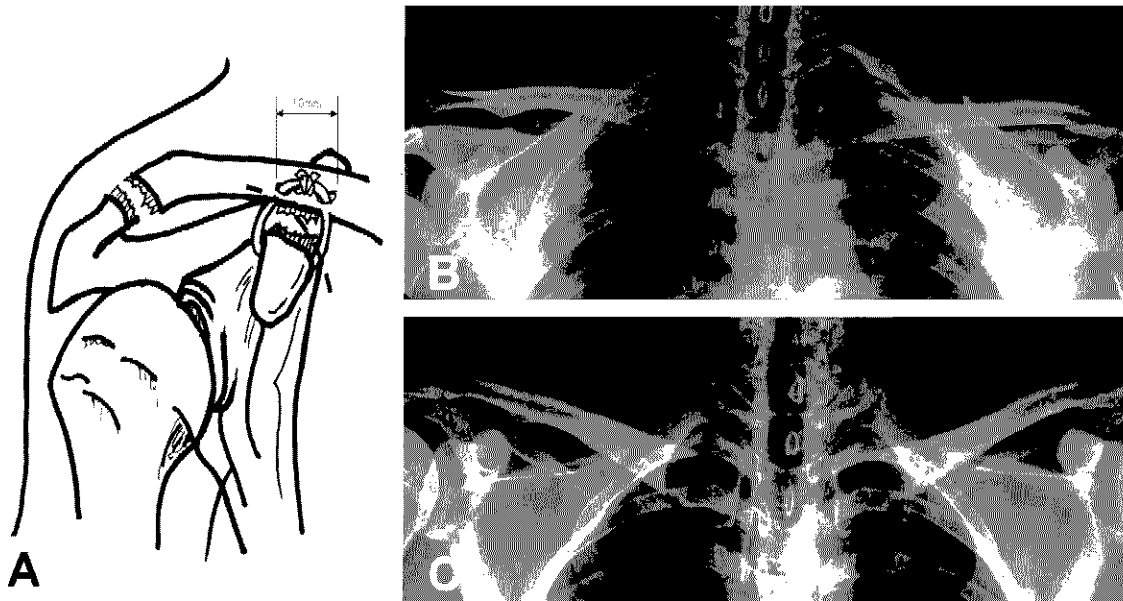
This 27-year-old male patient was injured by slip down. He was treated with simple coraco-clavicular(C-C) sling method. A is C-C sling method, using the Mersilene tape. B is pre-operative X-ray and C is post operative.
